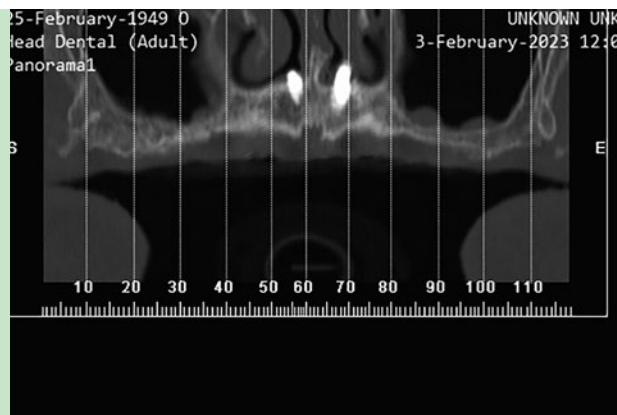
TC da face - secção panorâmica.
